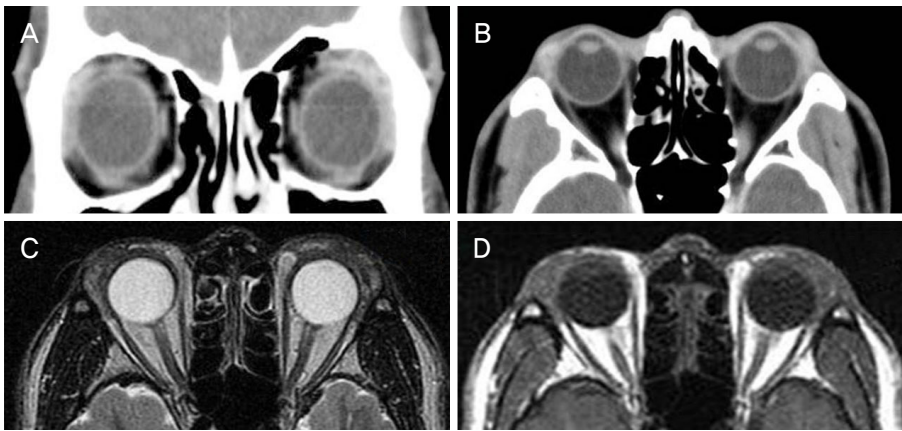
Orbital computed tomography on the first visit demonstrated bilateral soft tissue swelling with no bone invasions (A, B). Coronal image (A), Axial image (B), magnetic resonance imaging on 4 years later demonstrated bilateral soft tissue swelling with no bone invasions (C, D). T2 axial image show diffuse swelling with heterogeneous signal intensities at bilateral lacrimal glands (C). T1 axial image show heterogeneous soft tissue swelling at bilateral eyelids and pre-septal areas (D).
